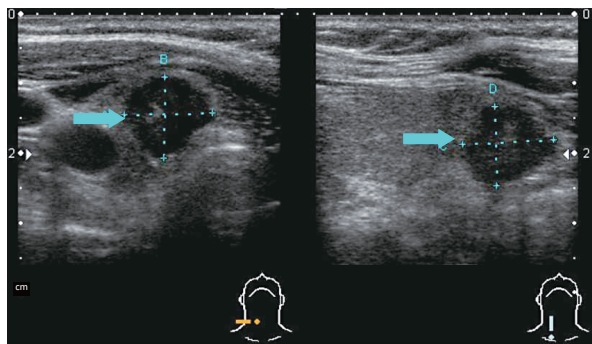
Ultrasonography of the tumor. The tumor showing a hypoechoic mass (arrows) with rough margin and calcification.
